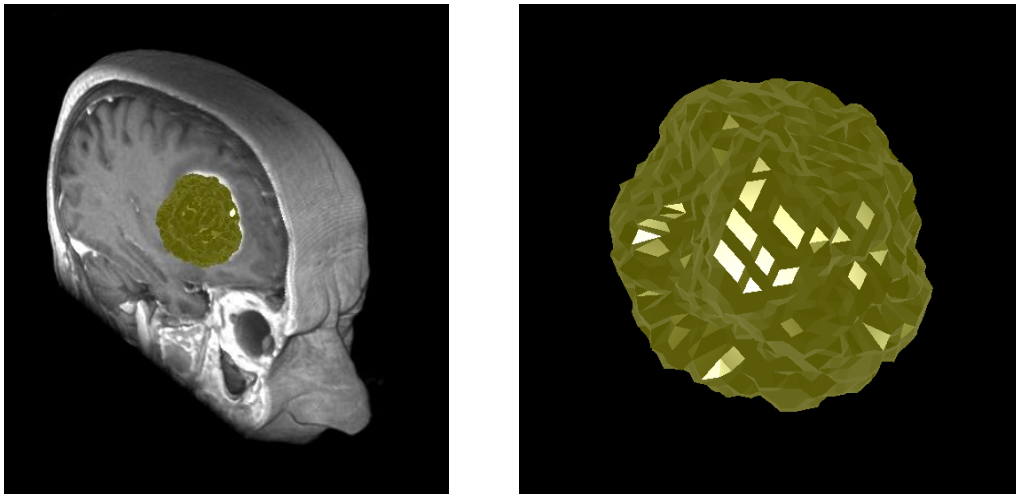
Automatisch segmentiertes Glioblastom (WHO Grad IV), eingeblendet in eine kontrastierte T1-gewichtete MRT-Aufnahme eines Patienten (links). Volumenmaske des segmentierten Glioblastoms (rechts)
